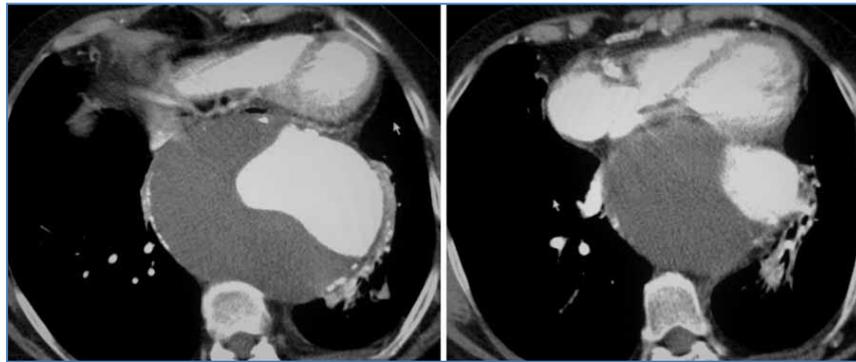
Cortes axiales de TAC con contraste EV de paciente femenino con enorme aneurisma torácico que comprime el corazón contra el peto esternocostal. Motivo de consulta: disnea leve y precordialgia leve
